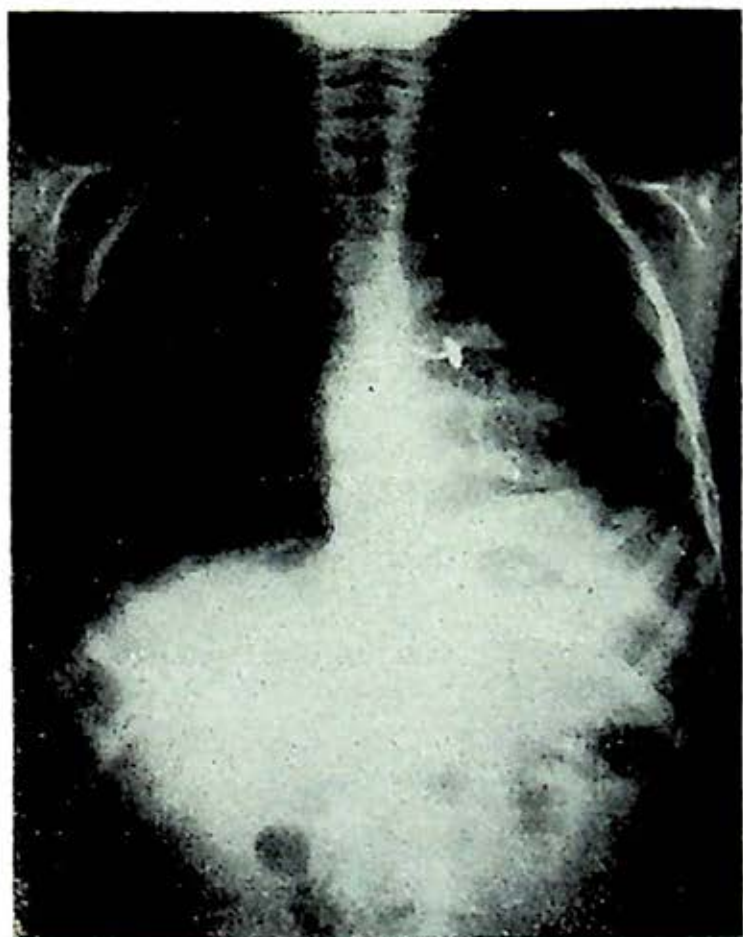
Cuerpo extraño radiopaco visible en la radiografía que facilita el diagnóstico radiológico.
